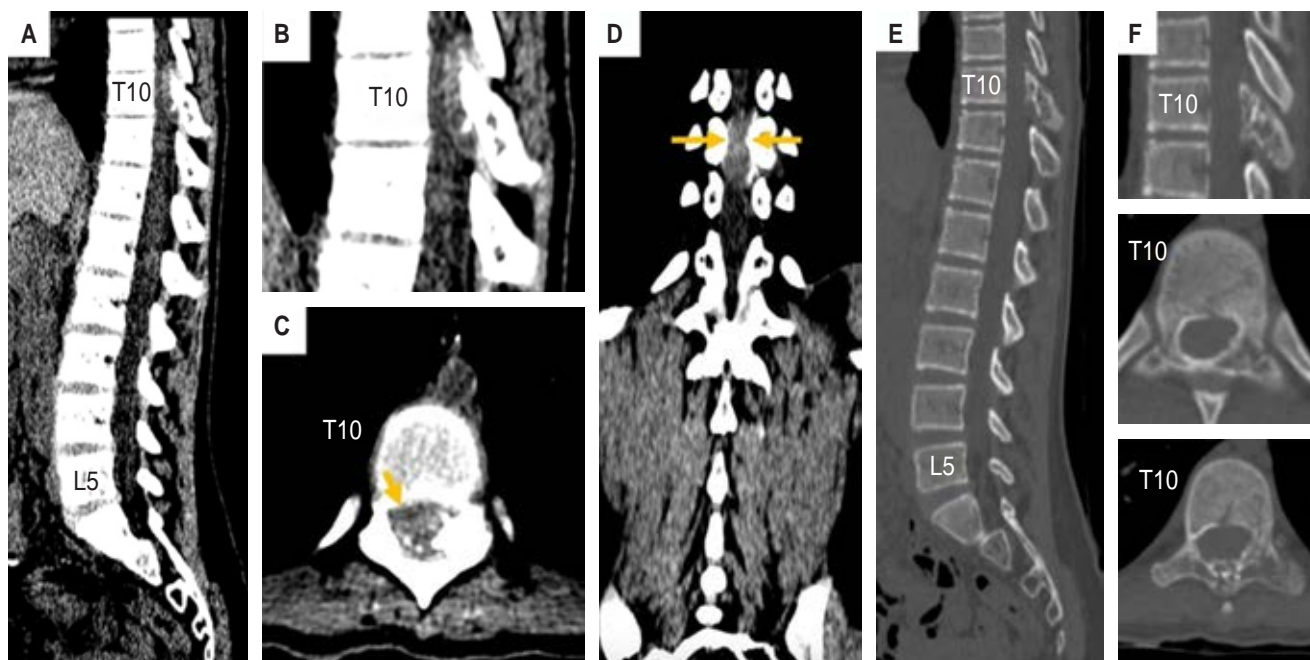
Tomografía computarizada simple de la columna dorso-lumbar. A, B, C y D) Se muestra lesión hiperdensa a nivel de T10 que ocupa casi la totalidad de conducto espinal además presenta calcificaciones. E y F) En ventana ósea se observa la infiltración ósea de T10.
